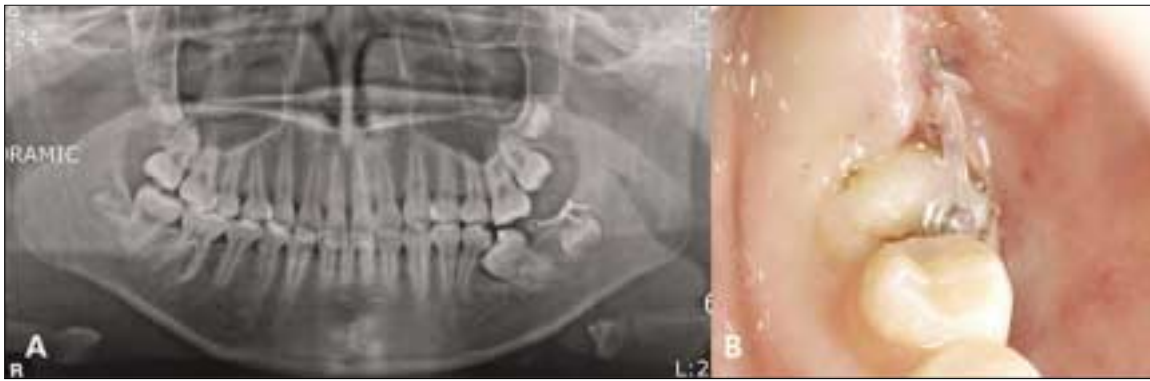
Follow-up check 5 months later after attaching the miniplate and application of orthodontic force. A: Panoramic x-ray, B: Intraoral photo.
